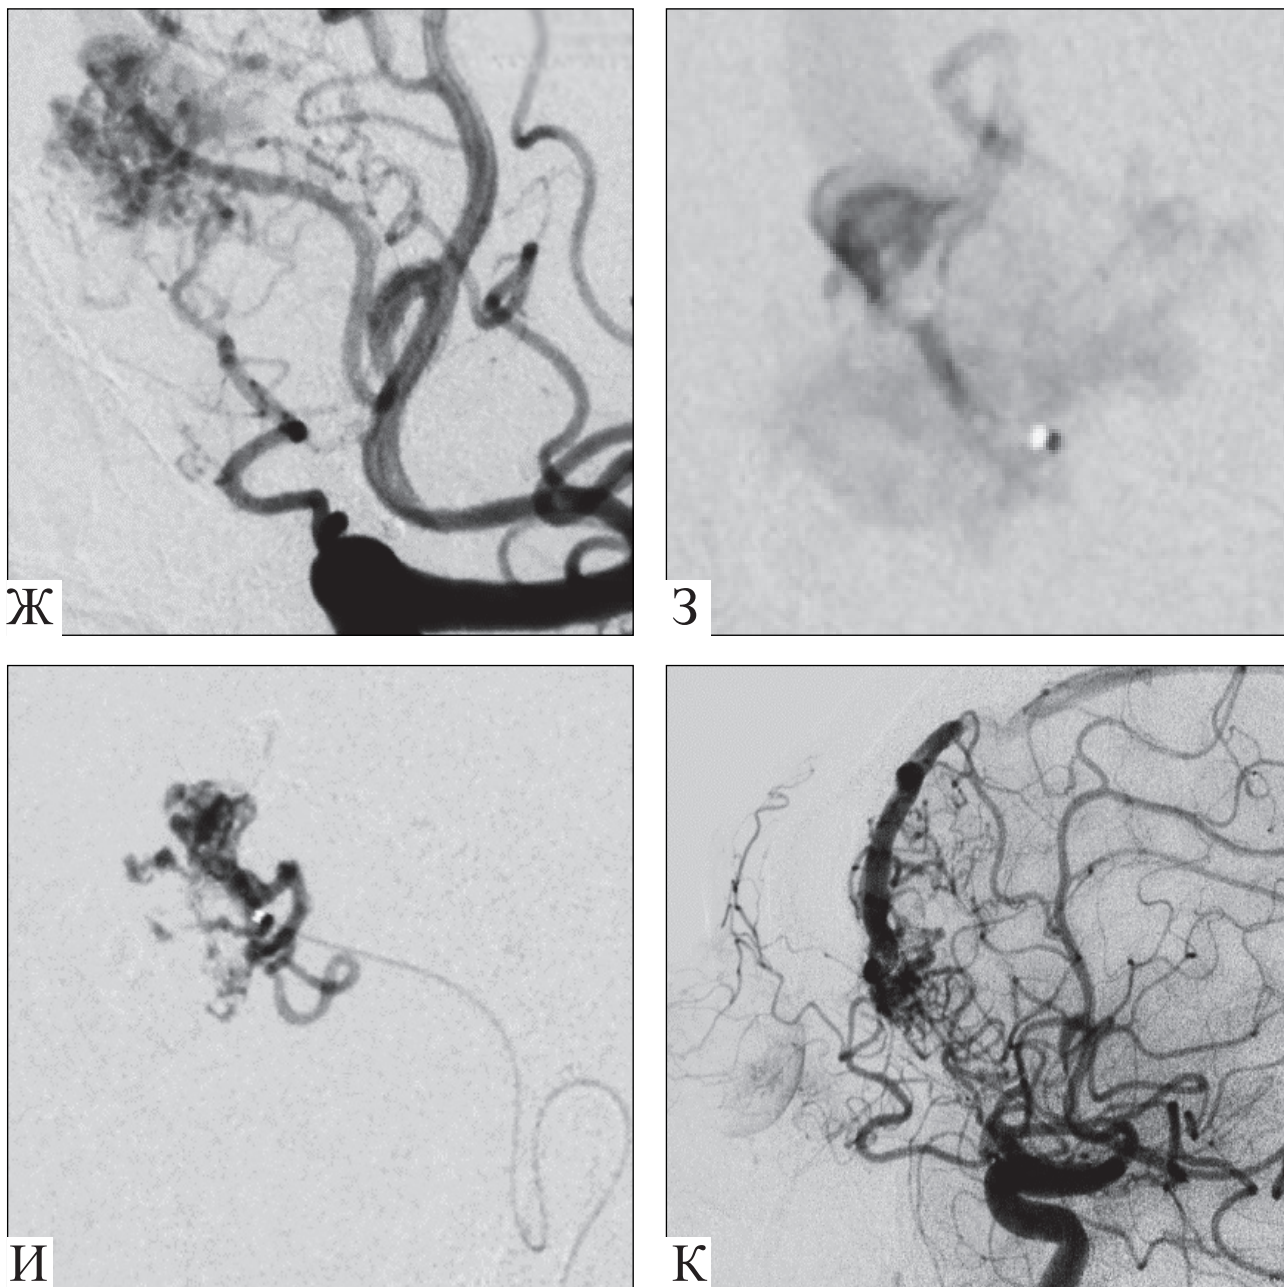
Хворий П., 59 років: А — КТ у першу добу захворювання: базальний крововилив із проливом у шлуночкову систему (4 бали за шкалою Фішера); Б — інтраопераційна ЦАГ: лобно-полюсна АВМ зліва в асоціації із трьома аневризмами аферентів, етап суперселективної катетеризації аневризми орбітофронтальної гілки; В — суперселективна ЦАГ; Г — тотально емболізована гістоакрилом аневризма разом із відповідним сектором АВМ; Д — суперселективна катетеризація аневризми у місці впадіння в АВМ; Е — суперселективна ангіографія; Ж — інтраопераційна ЦАГ — аневризма фронтальної гілки та частково емболізована АВМ; З — суперселективна ангіографія демонструє небіфуркаційну локалізацію аневризми; И — етапи заповнення аневризми та структури АВМ емболізатом; К — контрольна ЦАГ наприкінці операції: тотальне виключення аневризм аферентів та субтотальна емболізація АВМ, зберігається ангиоматозне заповнення із гілок очної артерії
